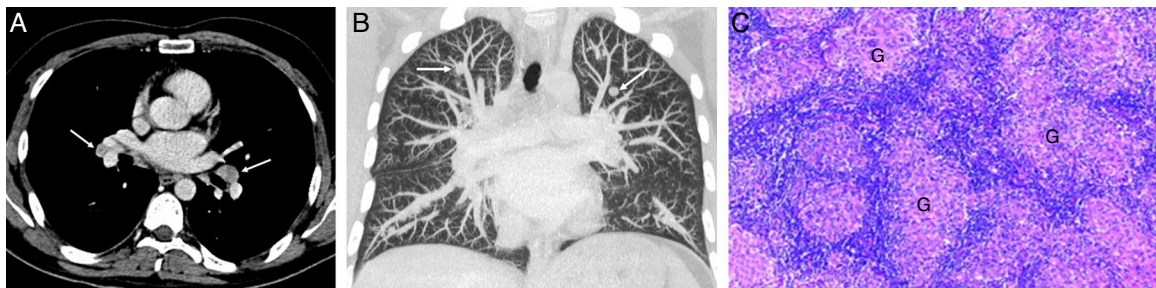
A) Imagen axial de TC de tórax (ventana de mediastino) en la que se visualizan adenopatías bilaterales hiliares simétricas (flechas). B) Reconstrucción coronal MIP (proyección de intensidad máxima) de TC de tórax (ventana de parénquima pulmonar) en la que se detectan nódulos pulmonares bilaterales de predominio en lóbulos superiores (flechas). C) Imagen histológica de un nódulo pulmonar resecado por videotoroscopia en la que se observan granulomas no necrotizantes (G) formados por histiocitos epitelioides sin celularidad neoplásica.
